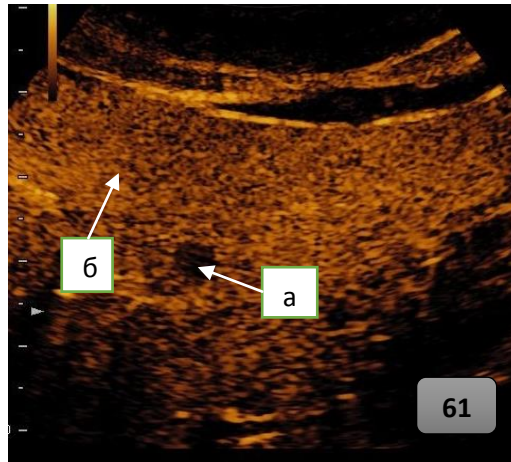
Ультразвуковая томограмма метастаза печени при контрастном усилении (поздняя фаза: 120 секунда: а) анэхогенное очаговое образование (метастаз); б) паренхима печени.
